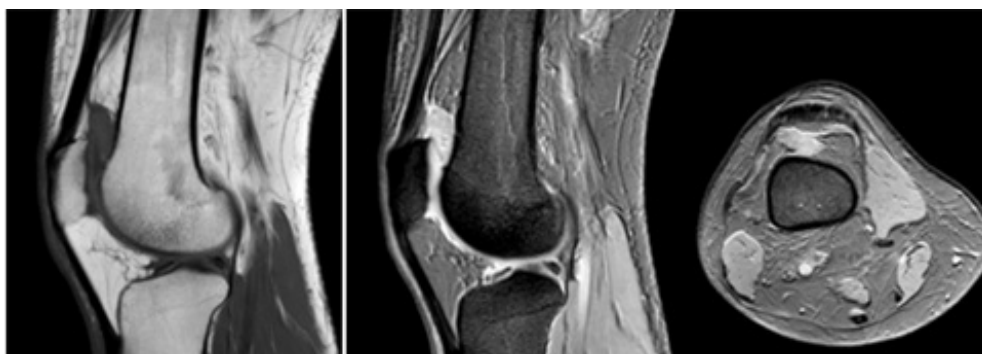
imágenes de resonancia magnética (cortes sagitales: izquierda y centro; corte axial: derecha). Se puede observar tumoración en zona suprarrotuliana.
